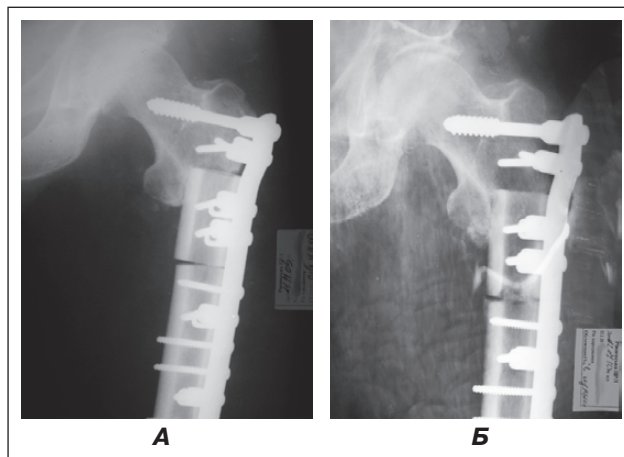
Рентгенограма хворого К. після лікування патологічного перелому СК: А — після резекції кістки підвертлюжної ділянки, остеосинтезу фіксатором для МБО із заміщенням дефекту туюпластом; Б — через 11 місяців після оперативного втручання
